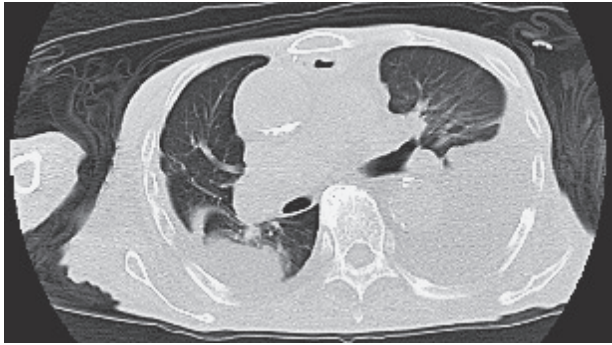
入院時の胸部 CT. 両側の胸水貯留と浸潤影を認める.
